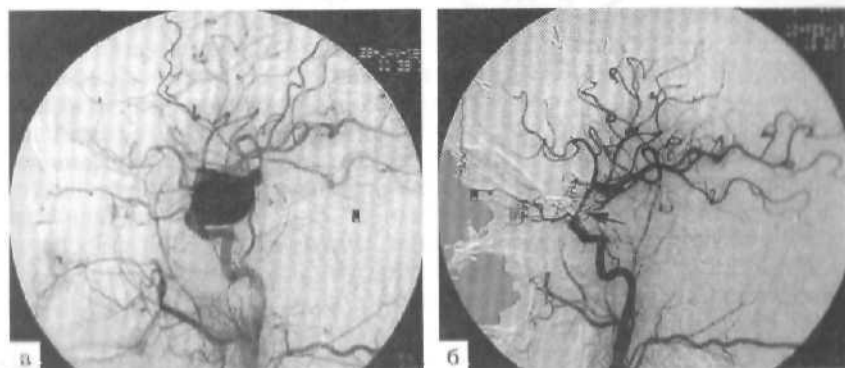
Левосторонняя каротидная ангиография в боковой проекции. а — гигантская фузиформная аневризма параклиновидного сегмента левой внутренней сонной артерии; б — формирование просвета левой внутренней сонной артерии из стенки аневризмы с помощью нескольких «тоннельных» клинсов. Стрелкой обозначен сформированный функционирующий участок левой внутренней сонной артерии.
